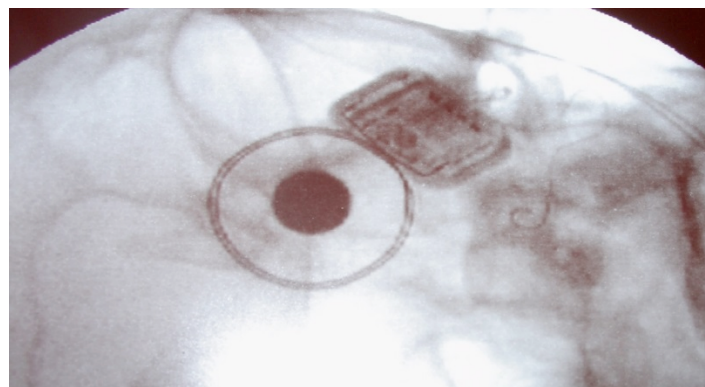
Radiographie de l'implant en fin d'intervention
